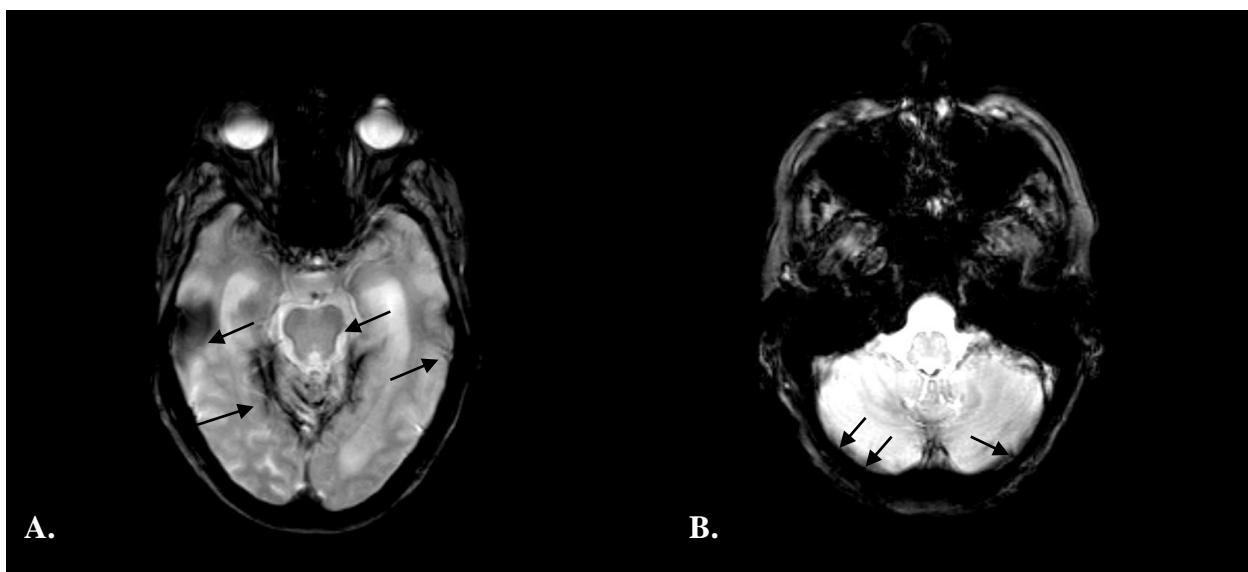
Fall 2 – kraniale MRT vom 21.04.2008. T2*-gewichtetes koronares Kernspintomogramm. Hier finden sich ausgedehnte Hämosiderin-Ablagerungen in subpialen Schichten des Hirnstammes (A), über dem *Tentorium* (A), in den Kleinhirnhemisphären (B), über den Hemisphären, in den *Sulci* und entlang der *Falx cerebri* supratentoriell
